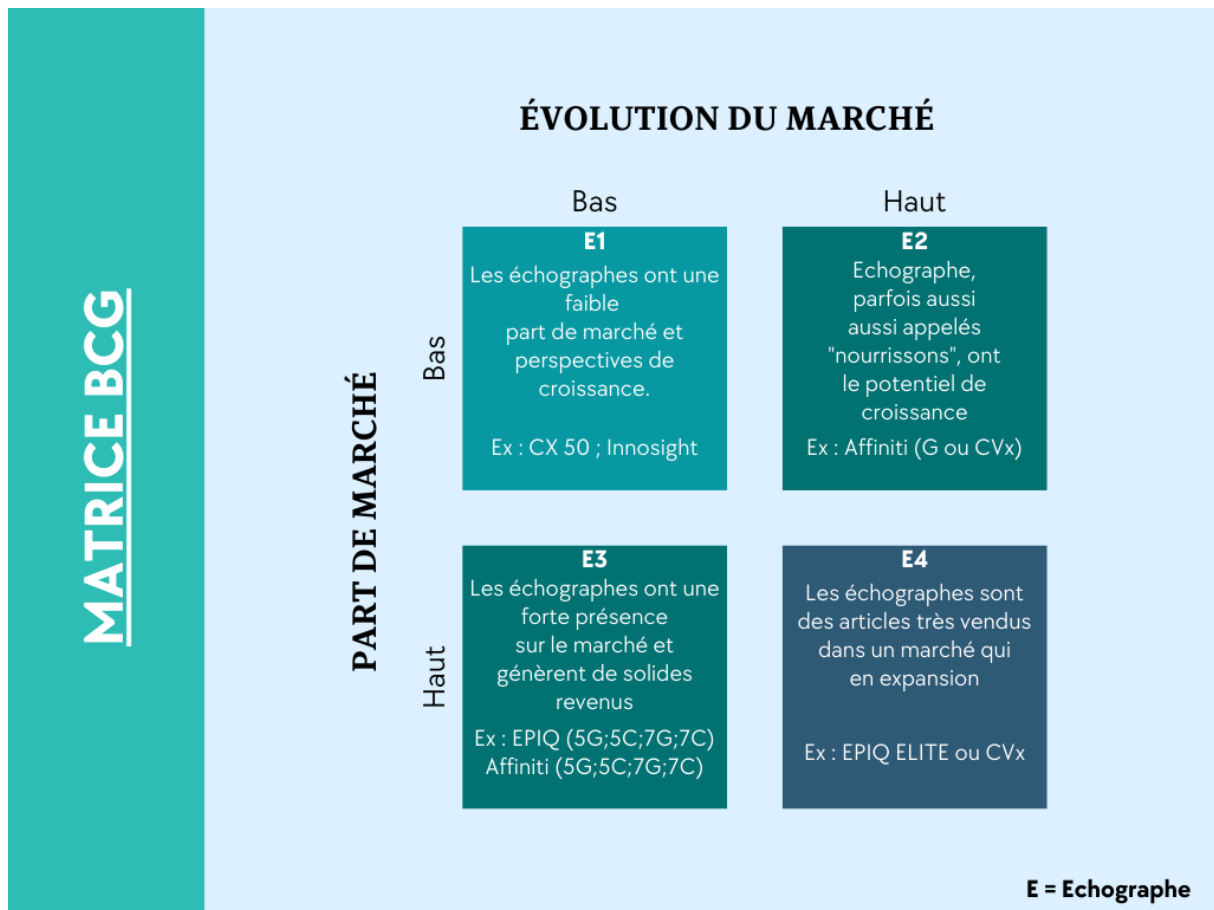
Matrice BCG adaptée à l'échographie au sein de Philips (Source : Auteur)
